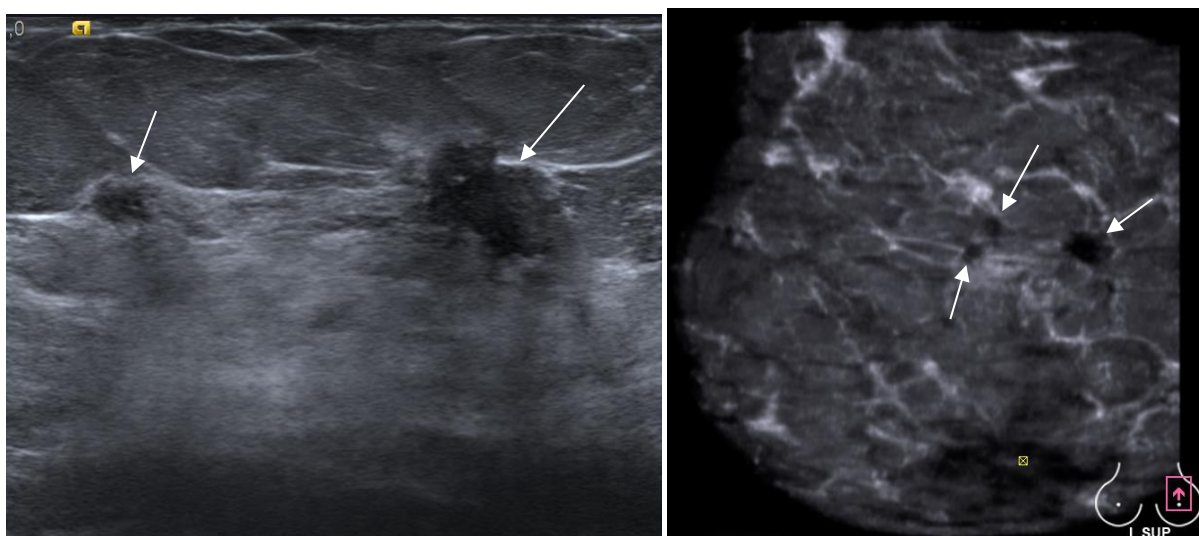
Мультифокальный рак молочной железы: А – эхограмма (два образования); Б – сонотомограмма: верхний прямой срез (три образования).
